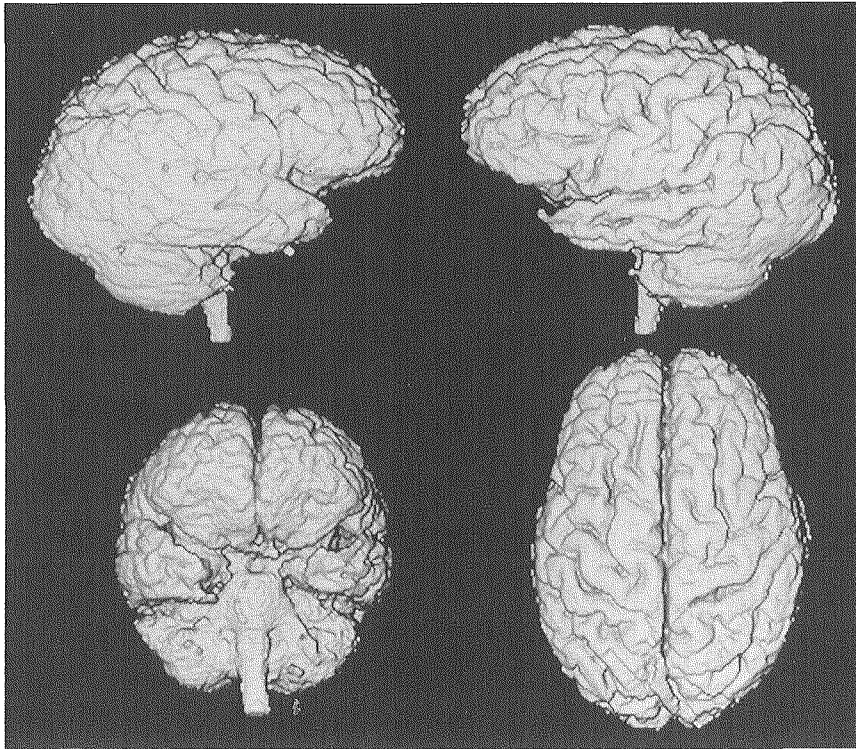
語義失語を呈した側頭葉型ピック病例のMRI 3次元表示
